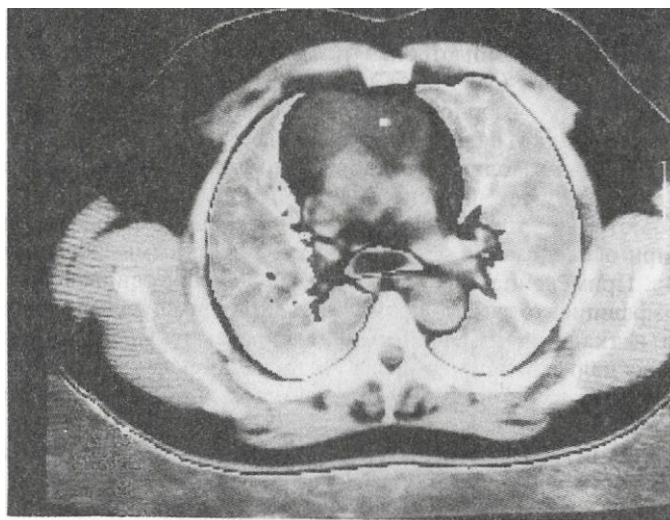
Компьютерная томограмма больной Г., 41 год.
